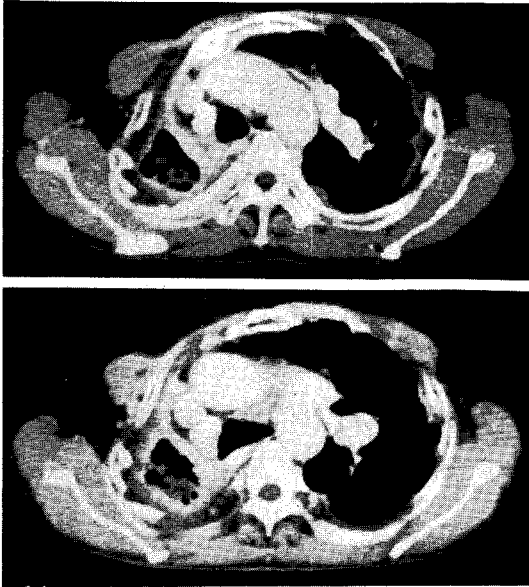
Chest CT: Extensive parenchymal destruction and marked volume loss of right lung. A large cavity on right apical area with an intracavitary mass, which is spongeform. It is suggestive of aspergilloma.
